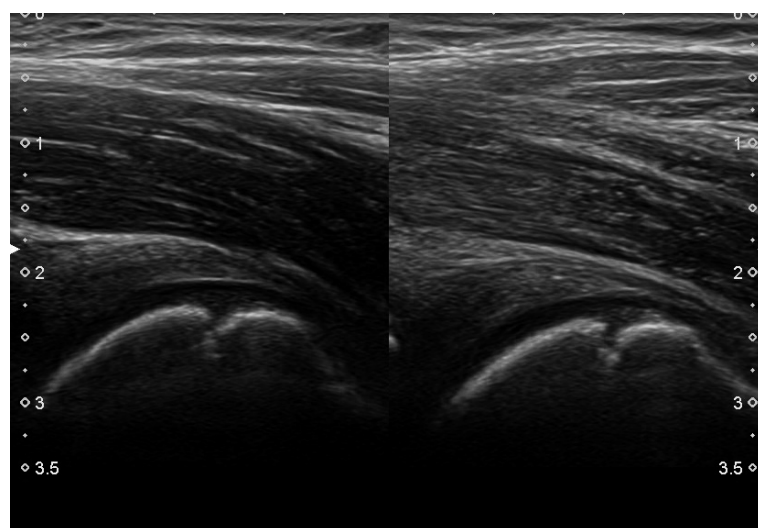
Left hip joint with visible uneven periosteal course of the acetabular rim on the left side and swelling of the soft tissues of the acetabular region (Ultrasound)
